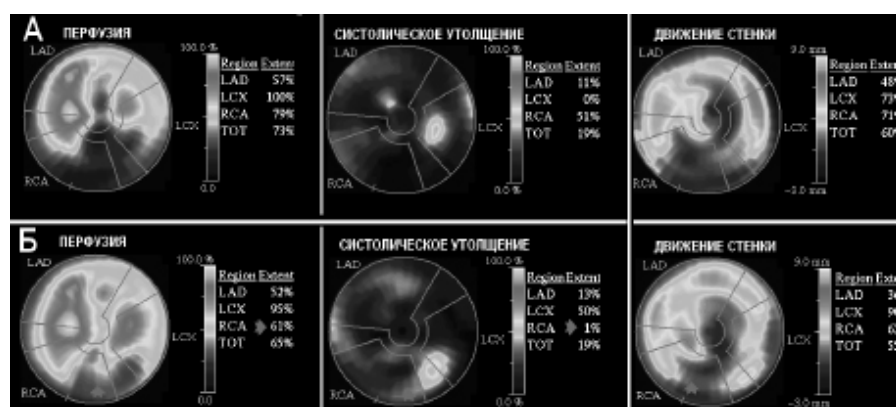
Изображения перфузии и систолического утолщения и движения стенки. А — первым стимулируют ЛЖ, Б — первым стимулируют ПЖ. Объяснения в тексте.
